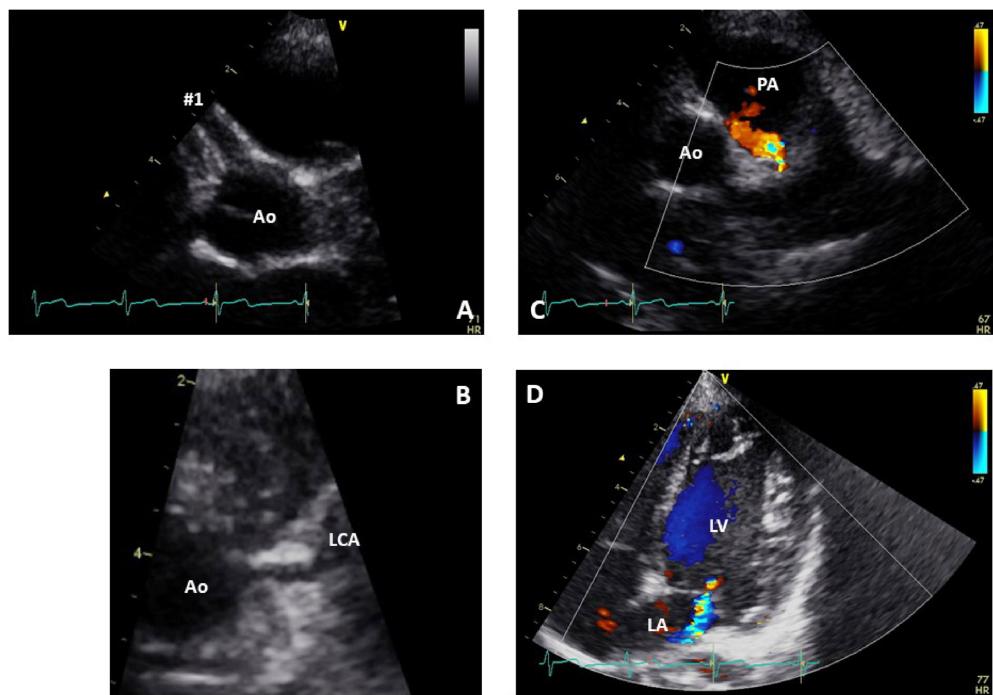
Echocardiographic findings of the patient at the first visit to our institution
